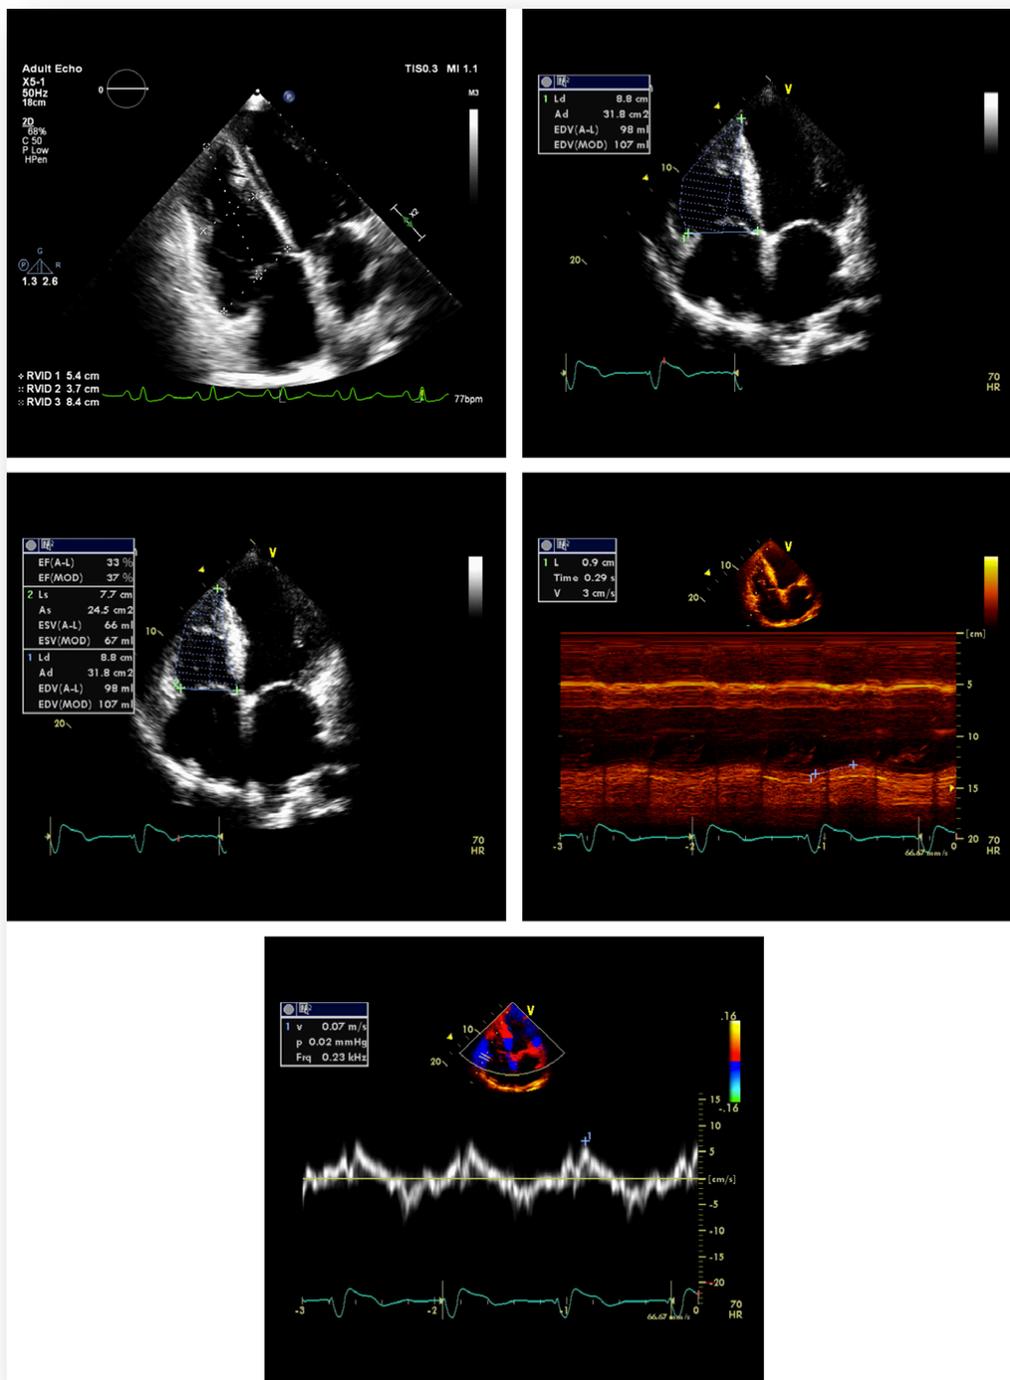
Medidas morfológicas y funcionales. A) Medidas del ventrículo derecho (VD) determinadas en diástole. B) Medidas tomadas del VD en sístole. C) Medición de fracción de acortamiento. D) Medición de TAPSE. E) Medición de ondas por Doppler tisular <sup>(41)</sup>
